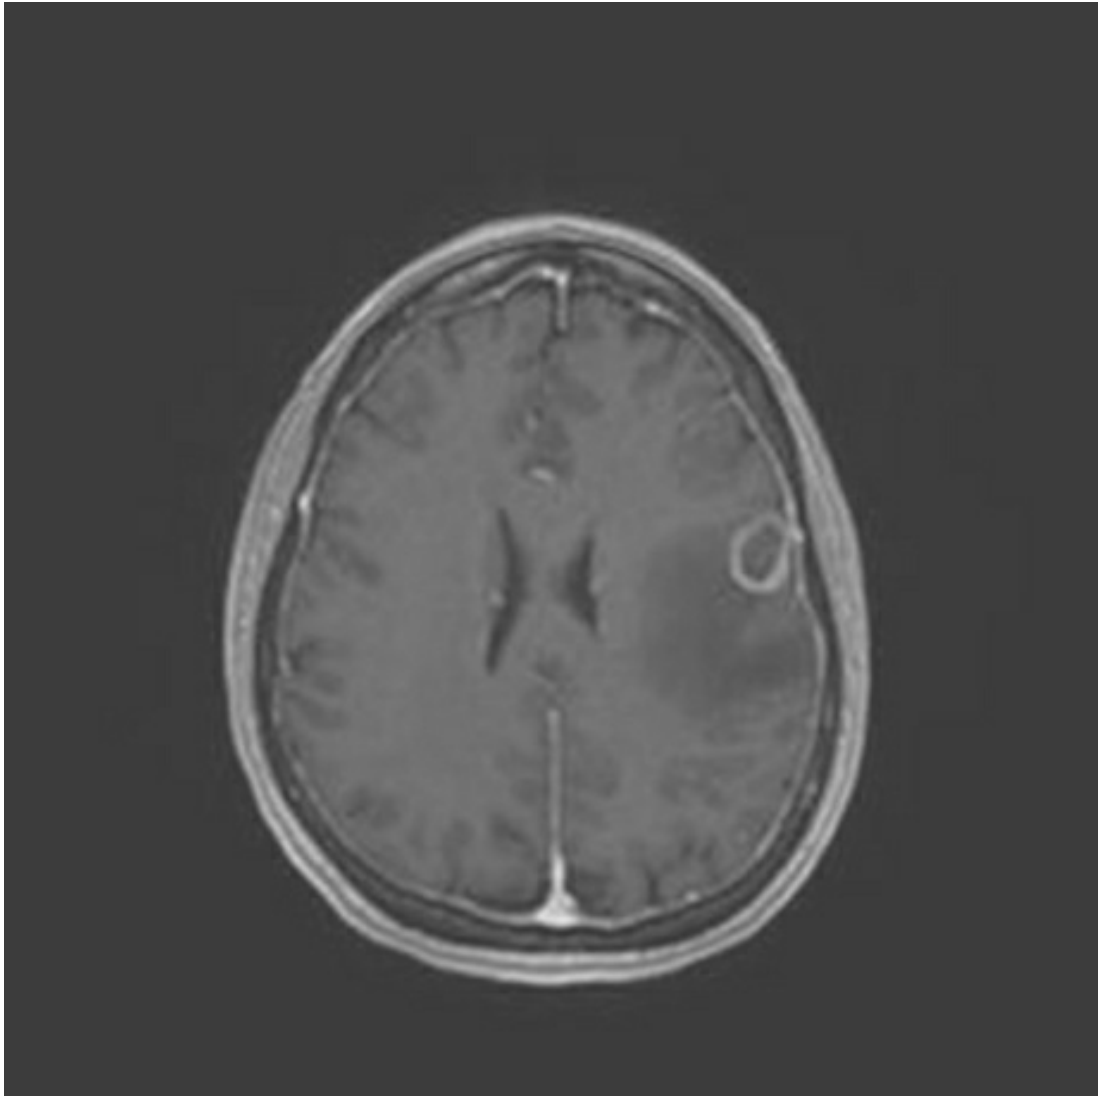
RMN axial ponderada en T1 tras la administración de contraste.
